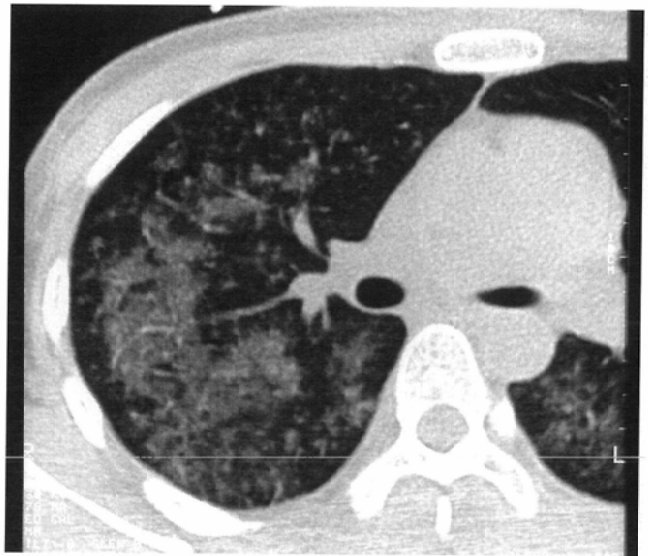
HRCT image in a patient with cytomegalovirus pneumonia. Although unevenly distributed ground-glass opacities are seen, thickening of peripheral bronchovascular bundles and surrounding ground-glass opacities can also be recognized in less severe areas.
